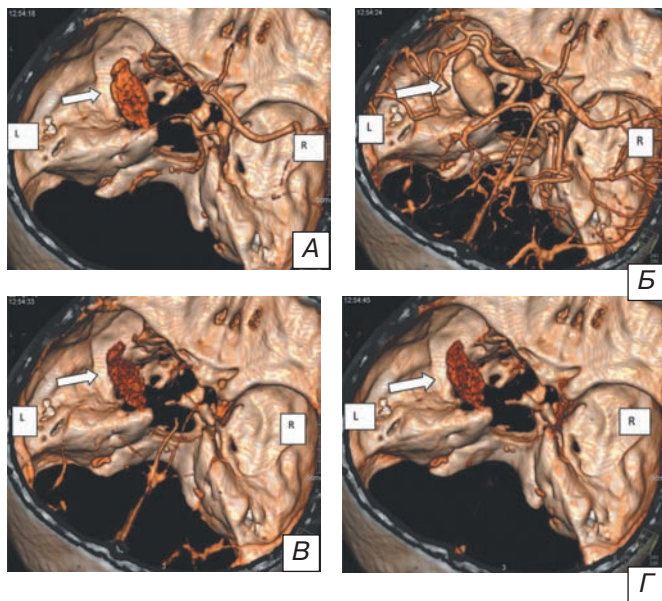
4D КТ-ангиография пациентки П., 53 лет, с гигантской частично тромбированной аневризмой кавернозного отдела левой внутренней сонной артерии: А — начало контрастирования аневризмы (12 ч 54 мин 18 с), Б — артериальная фаза (12 ч 54 мин 24 с), В — венозная фаза (12 ч 54 мин 36 с), Г — повторное контрастирование аневризмы (12 ч 54 мин 45 с). Аневризма указана стрелкой.
